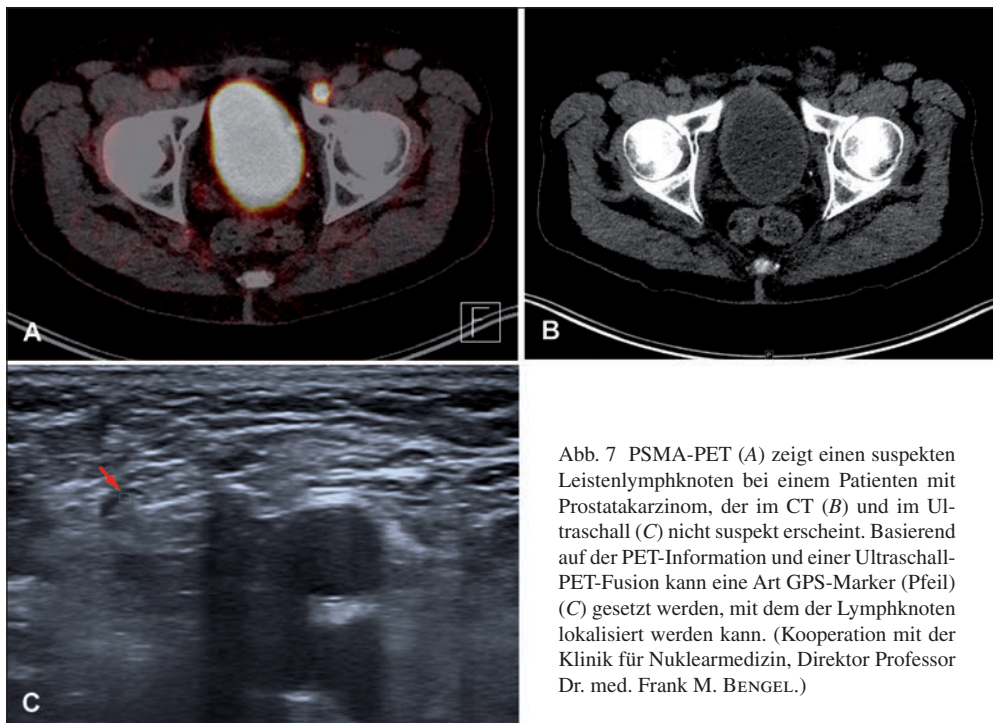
PSMA-PET (A) zeigt einen suspekten Leistenlymphknoten bei einem Patienten mit Prostatakarzinom, der im CT (B) und im Ultraschall (C) nicht suspekt erscheint. Basierend auf der PET-Information und einer Ultraschall-PET-Fusion kann eine Art GPS-Marker (Pfeil) (C) gesetzt werden, mit dem der Lymphknoten lokalisiert werden kann. (Kooperation mit der Klinik für Nuklearmedizin, Direktor Professor Dr. med. Frank M. BENGEL.)
